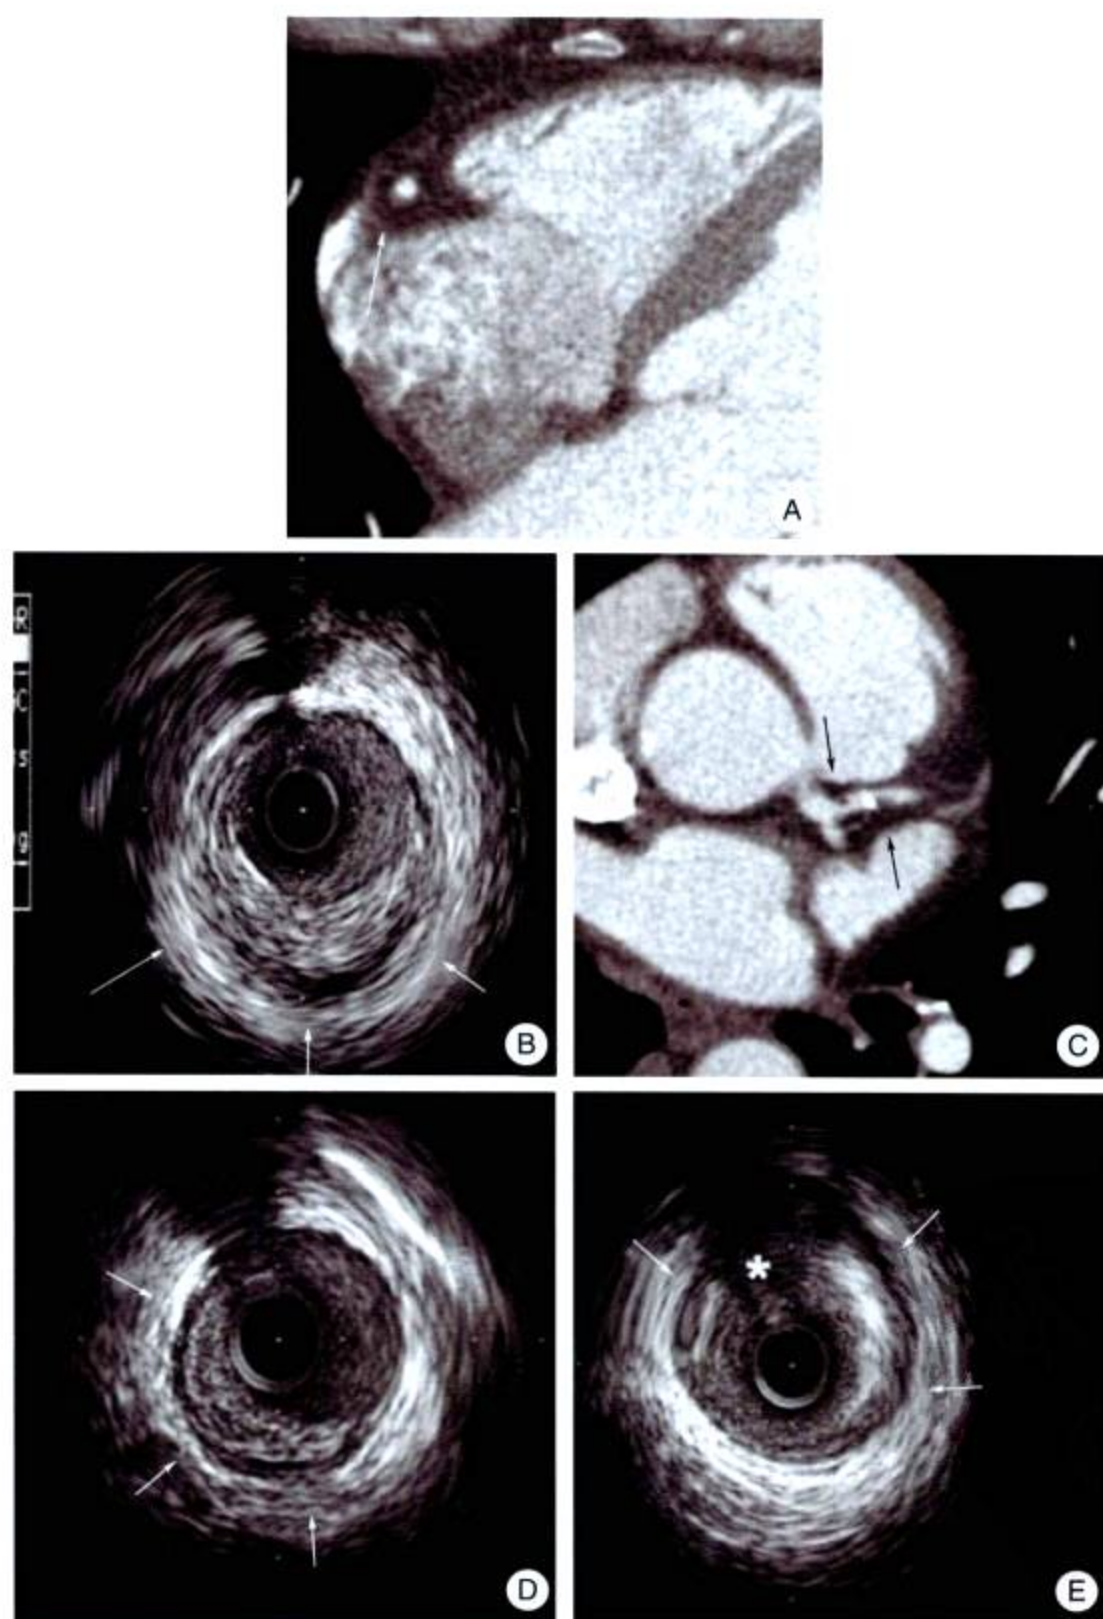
多层螺旋 CT 和 IVUS 评价斑块性质的对比
